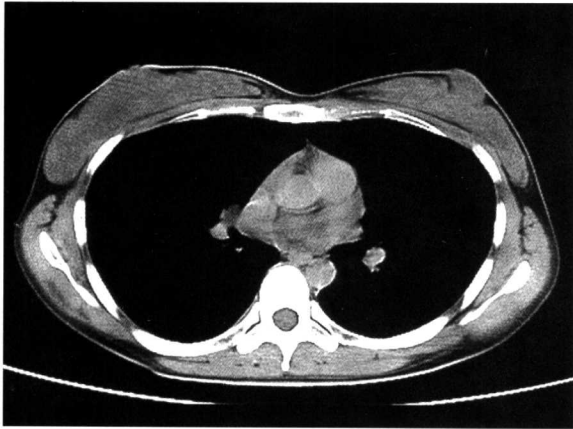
致密型乳腺 CT 平扫 (同图 1-1-9 病例)
